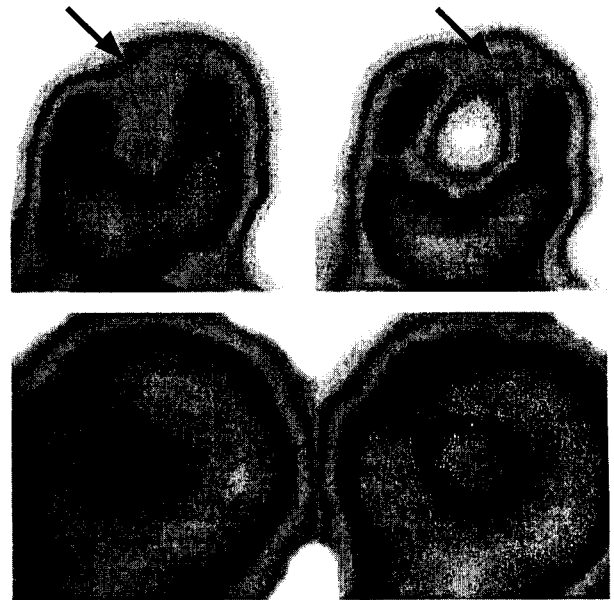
Томосрезы по короткой оси сердца, полученные после инъекции  $^{99m}\text{Tc}$ -МИБИ больному без признаков поражения коронарных артерий. На горизонтальных сечениях по длинной оси (а) и срезах по короткой оси сердца (б) визуализируются ложноположительные «дефекты перфузии», обусловленные отсутствием накопления РФП в соединительнотканной части межжелудочковой перегородки. На ангиограмме (в) видны intactные коронарные артерии
